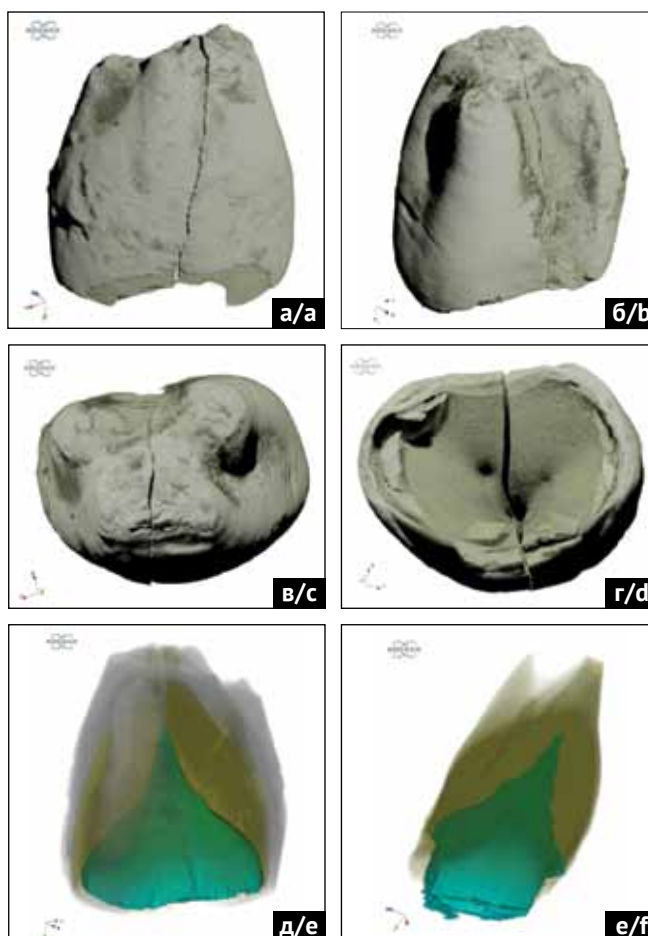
Изображения твердой простой одонтомы, полученные методом компьютерной микротомографии: а, б – снаружи справа и слева; в, г – снаружи сверху и снизу;
